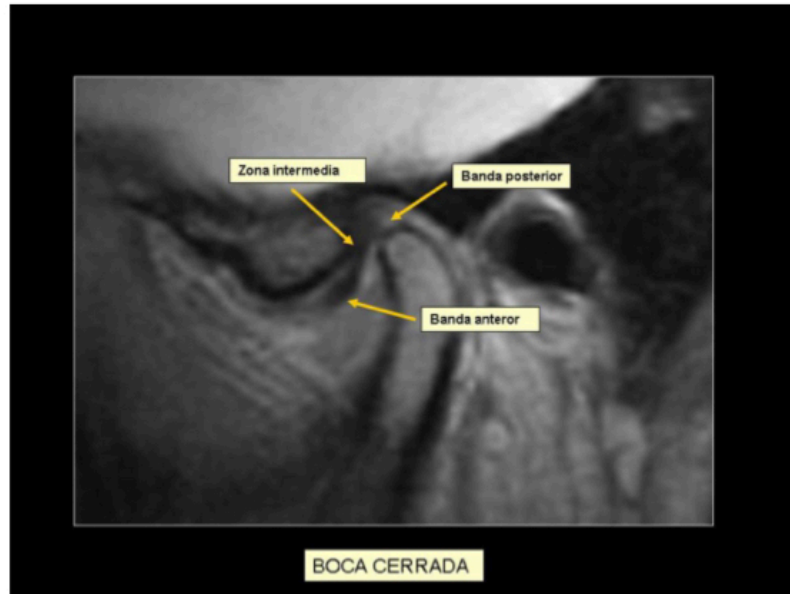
Anatomía del disco o menisco de la ATM en RM con secuencia DP.
